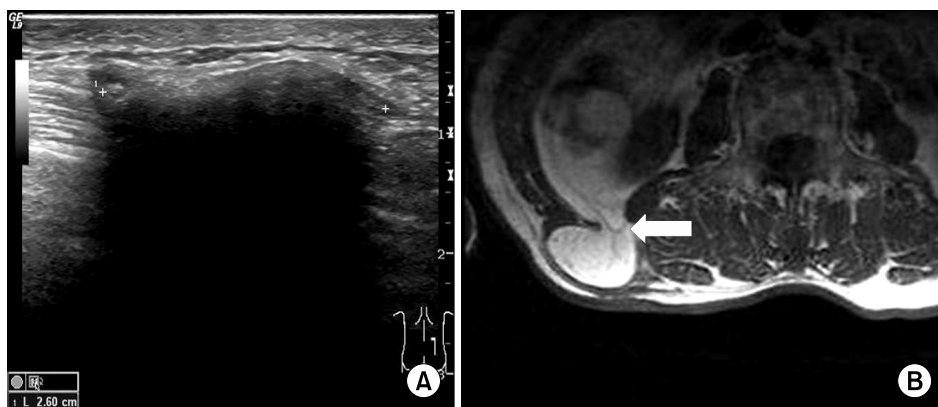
Radiologic findings. (A) Ultrasonogram shows a 2.6 cm sized movable mass with marked posterior acoustic shadow. (B) Abdominal MRI reveals a 3.7×2.6×6.3 cm sized herniated retroperitoneal fat through the defect of transversalis fascia (arrow) at the level of L2~L3.
